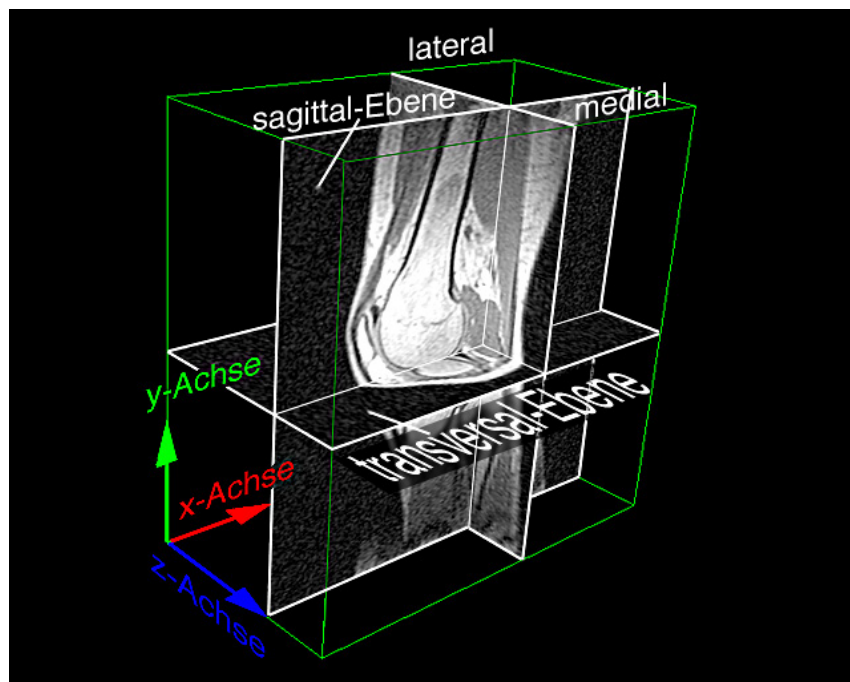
Einheitliches Koordinatensystem für die dreidimensionalen MRT-Volumendatensätze. Abgebildet ist ein rechtes Kniegelenk. Die x - und y -Achse werden der sagittalen Ebene zugeordnet, die z -Achse liegt in der transversalen Ebene und verläuft bei einem rechten Knie von lateral nach medial, bei einem linken von medial nach lateral. Der Ursprung des Koordinatensystems liegt stets ventral.
